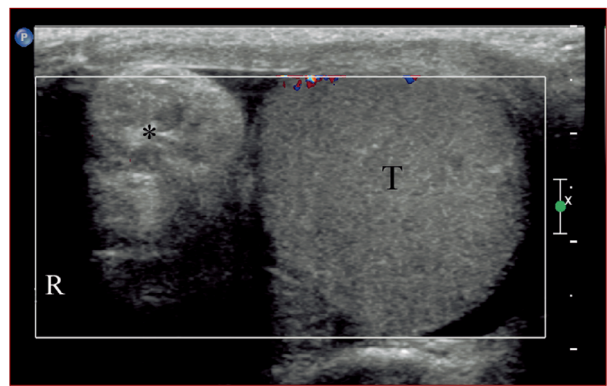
Eco-color-Doppler scrotale, scansione obliqua. Torsione acuta del testicolo. La valutazione color-Doppler dimostra l'assenza della vascolarizzazione del testicolo (T) causata dalla torsione del funicolo (*).
